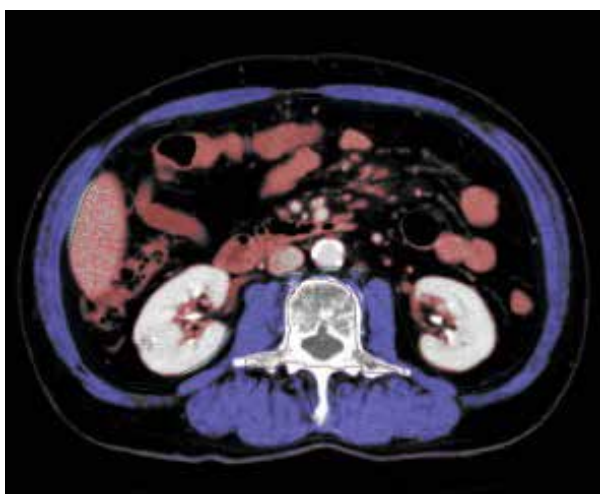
第3腰椎 (L3) レベルの SMI (Hounsfield units threshold range of 0 to +100). 胃癌患者の CT 撮影頻度や部位から, 第3腰椎 (L3) レベルの青色で示した骨格筋 (腸腰筋, 脊柱起立筋, 大腰筋, 腹直筋, 腹斜筋) での SMI を使用.
